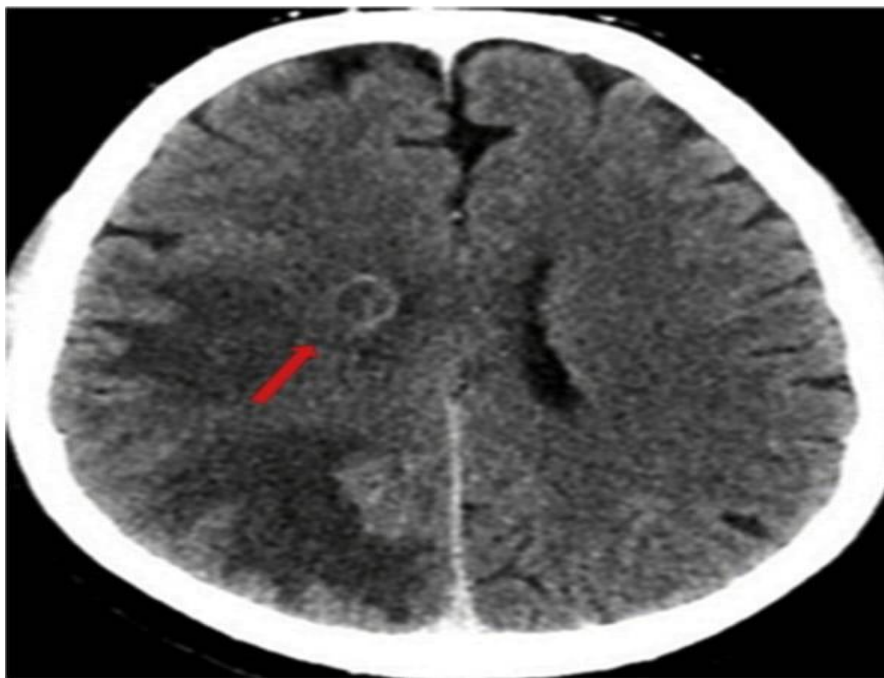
TDM cérébrale après injection de PCI : lésions de la corona radiata droite. Avec un rehaussement annulaire, effet de masse et un œdème péri lésionnel [69].
